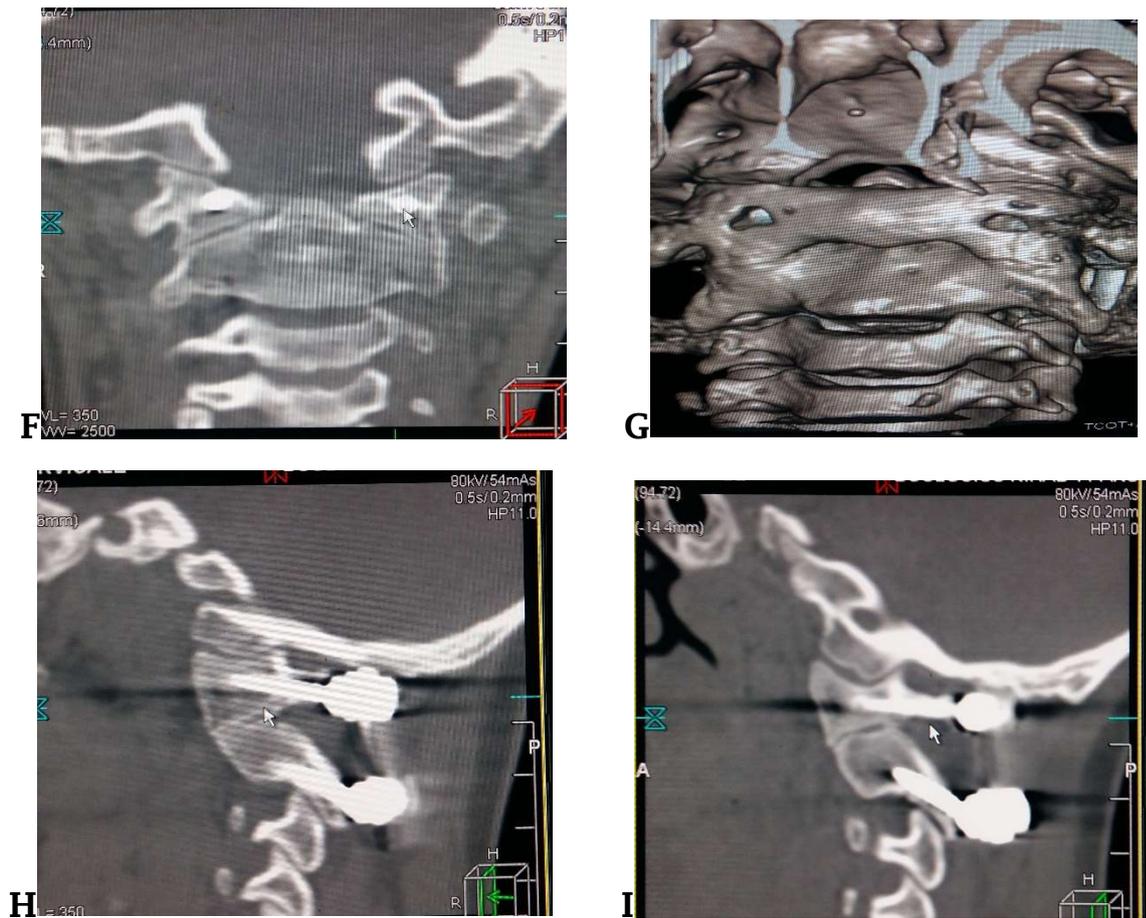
Cas n°7 d'une patiente de 8 ans présentant un os odontoïdeum démontré au scanner (A, B) et à l'IRM avec compression de la jonction bulbo-médullaire (C, D) ; la patiente a été opérée avec une fixation atlanto axiale, quelques mois plus tard, le patient a été réopéré pour un déplacement de tige après traumatisme (E), le scanner réalisé un an plus tard a démontré une bonne fusion (F, G, H, I).
